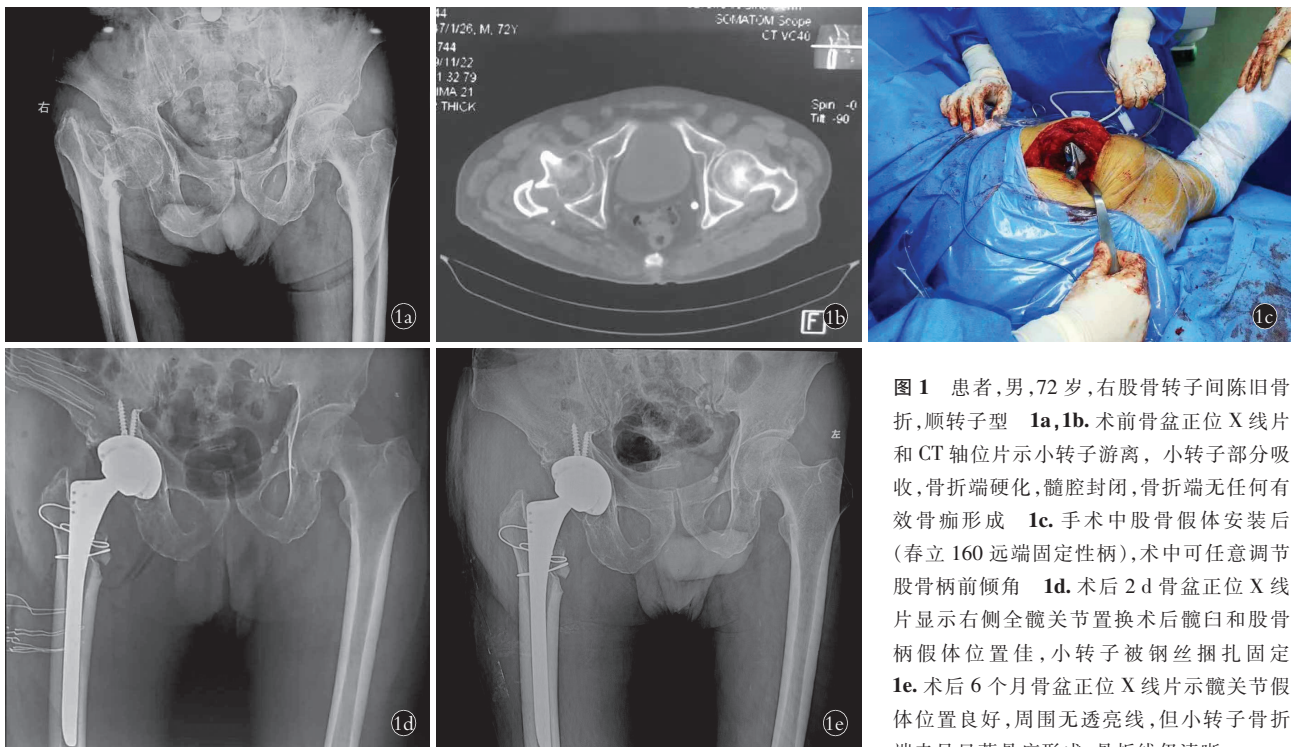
患者,男,72 岁,右股骨转子间陈旧骨折,顺转子型 1a,1b. 术前骨盆正位 X 线片和 CT 轴位片示小转子游离,小转子部分吸收,骨折端硬化,髓腔封闭,骨折端无任何有效骨痂形成 1c. 手术中股骨假体安装后(春立 160 远端固定性柄),术中可任意调节股骨柄前倾角 1d. 术后 2 d 骨盆正位 X 线片显示右侧全髋关节置换术后髋臼和股骨柄假体位置佳,小转子被钢丝捆扎固定 1e. 术后 6 个月骨盆正位 X 线片示髋关节假体位置良好,周围无透亮线,但小转子骨折端未见显著骨痂形成,骨折线仍清晰
